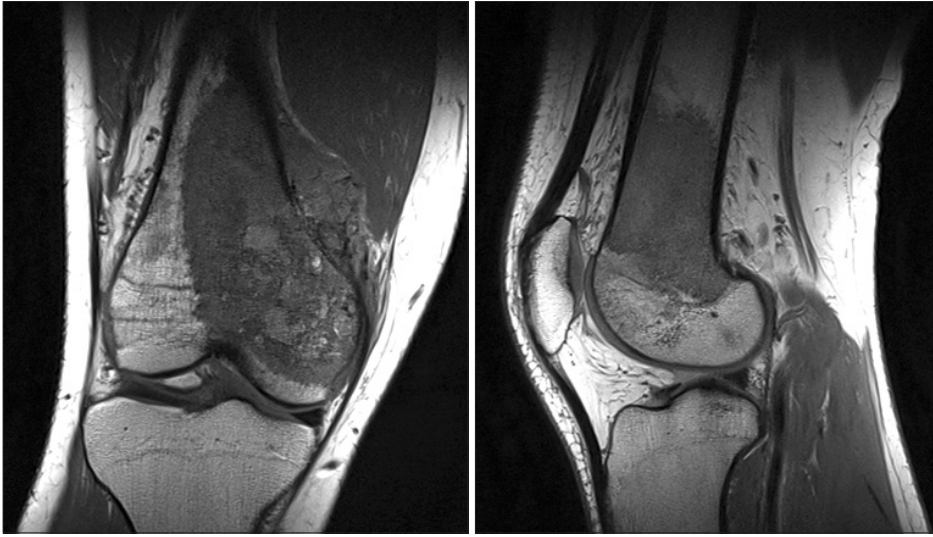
Coronal and sagittal T1-weighted MR image at presentation show an osteosarcoma extending approximately 10 cm from the distal femoral articular surface. There is some soft tissue extension in medial direction.
